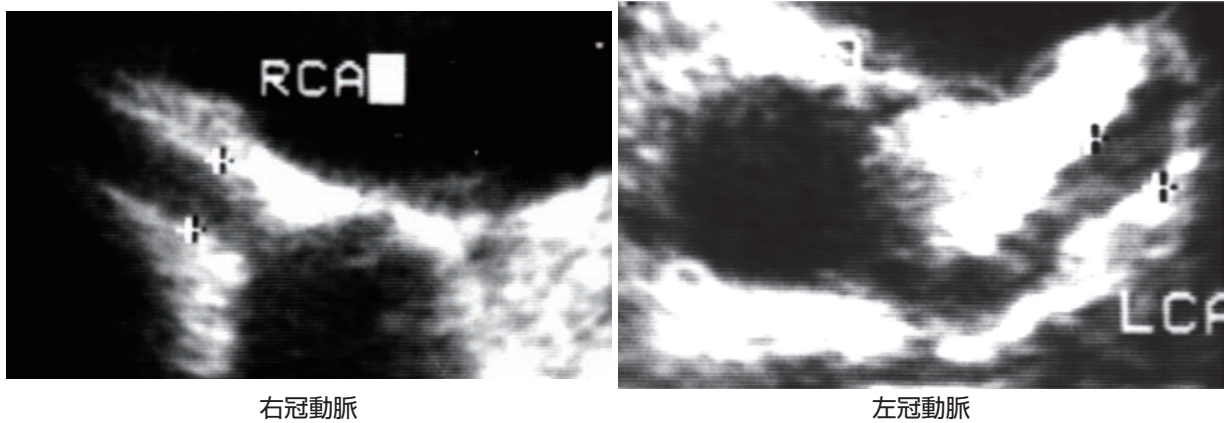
3回目罹患時の冠動脈エコー検査所見(第10病日)
